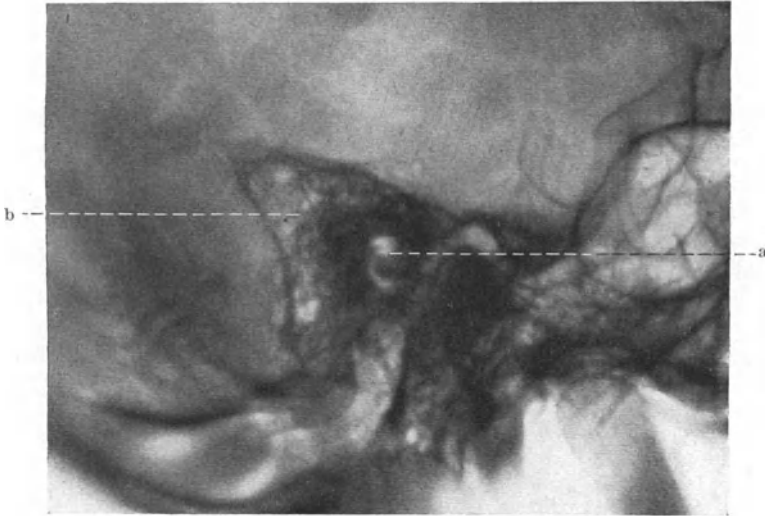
Röntgenbild eines schlecht pneumatisierten Warzenfortsatzes.
